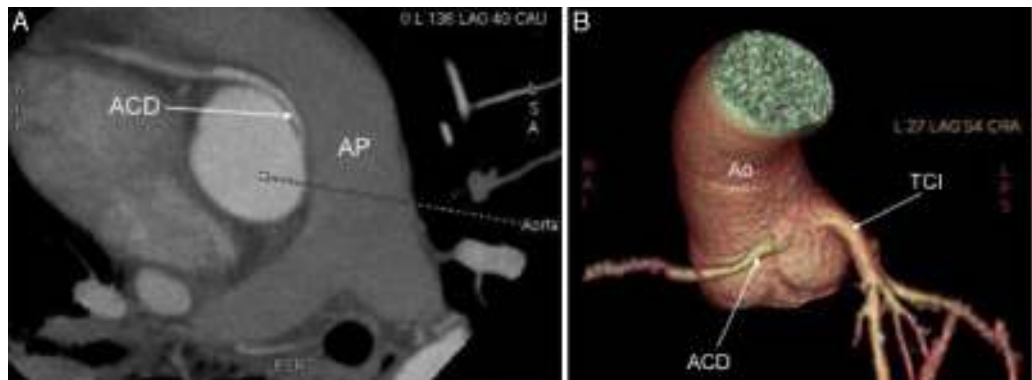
Tomografía computarizada multi-detector: A) Plano axial; B) Reconstrucción 3D-*volume rendering*, que muestran el origen normal del tronco común izquierdo (TCI) y el origen anómalo de la arteria coronaria derecha (ACD) desde el seno de Valsalva izquierdo con marcada angulación en su salida, y trayecto interarterial entre tronco de la arteria pulmonar (AP) y aorta (Ao).
